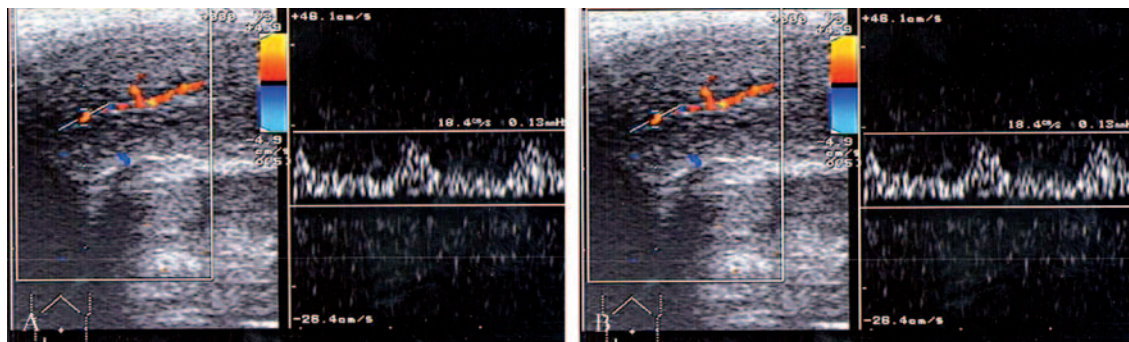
Color-Doppler ultrasonography with spectral analysis after pharmacologic stimulation in a patient with erectile dysfunction. After 20 minutes of observation the peak systolic velocity is still under 20 cm/s, expression of a low arterial inflow due to a arteriogenic impotence.
